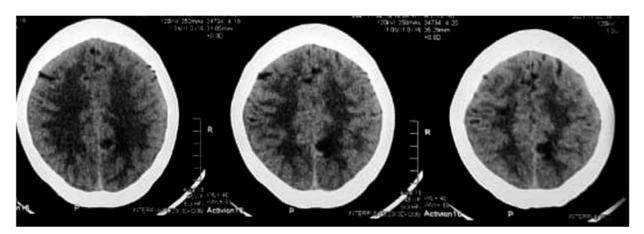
Tomografía cerebral control se evidencia hipodensidad en región parietal izquierda sin evidencia de sangrado agudo ni edema perilesional.
